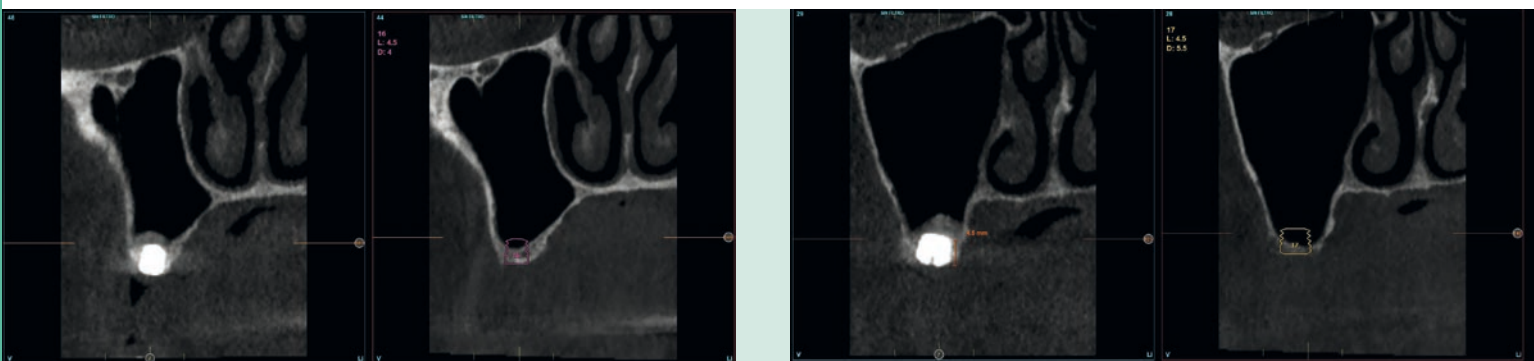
Radiografía posoperatoria con todos los implantes de los dos cuadrantes superiores colocados. Podemos observar la elevación transcresal llevada a cabo que puede visualizarse en la imagen.
